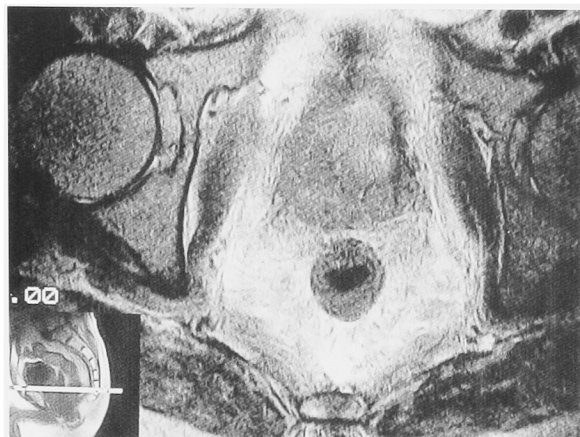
A pelvic T2-weighted MR image demonstrated a low diffuse intensity area in the peripheral zone and margin is irregular.
